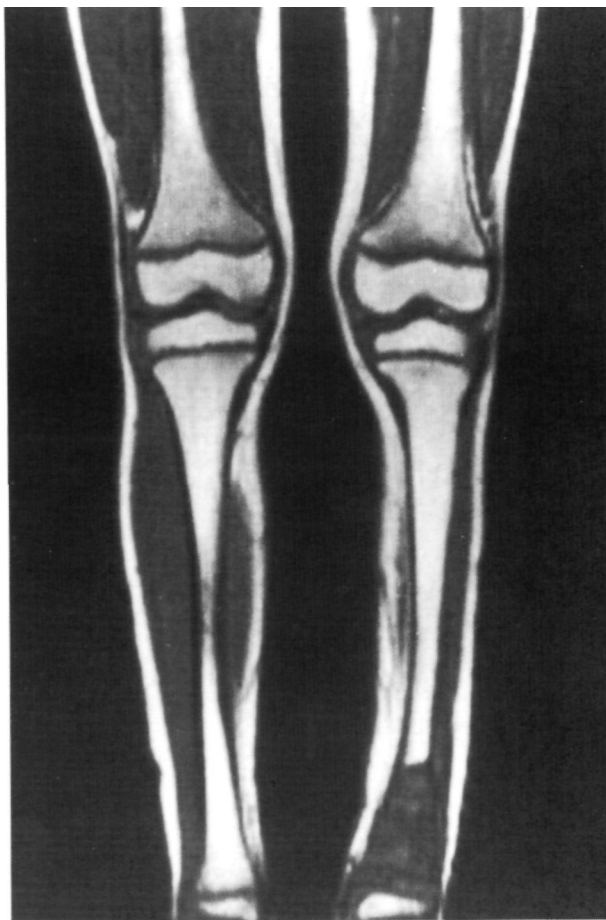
Imagen de RMN que nos demuestra cómo la lesión sigue sin afectar la epífisis adyacente y la ausencia de imágenes sugestivas de lesión en el resto de los miembros inferiores.
